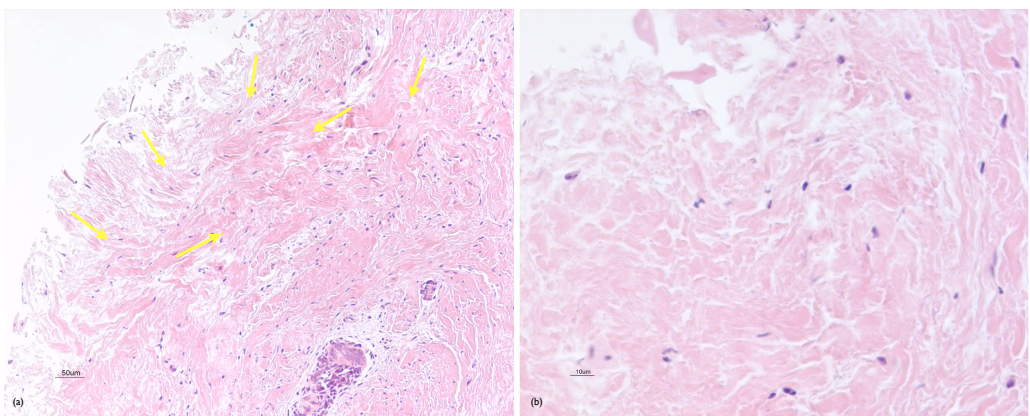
Cortes histológicos de un ID SCP (grupo control) en la porción A con tinción de hematoxilina-eosina. (a) Epitelio (presencia de epitelio oral queratinizado) y TC. (b) Visión del TC de la misma muestra en presencia de fibras colágenas y fibroblastos. Las imágenes se han obtenido con un objetivo de 10x y la escala es de 50 µm.
